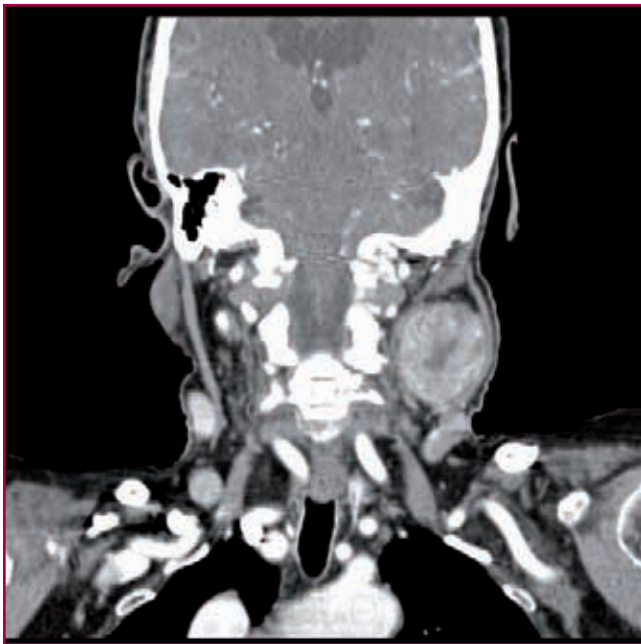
Secció axial de la TC craniofacial. S'observa una massa heterogènia, x.
